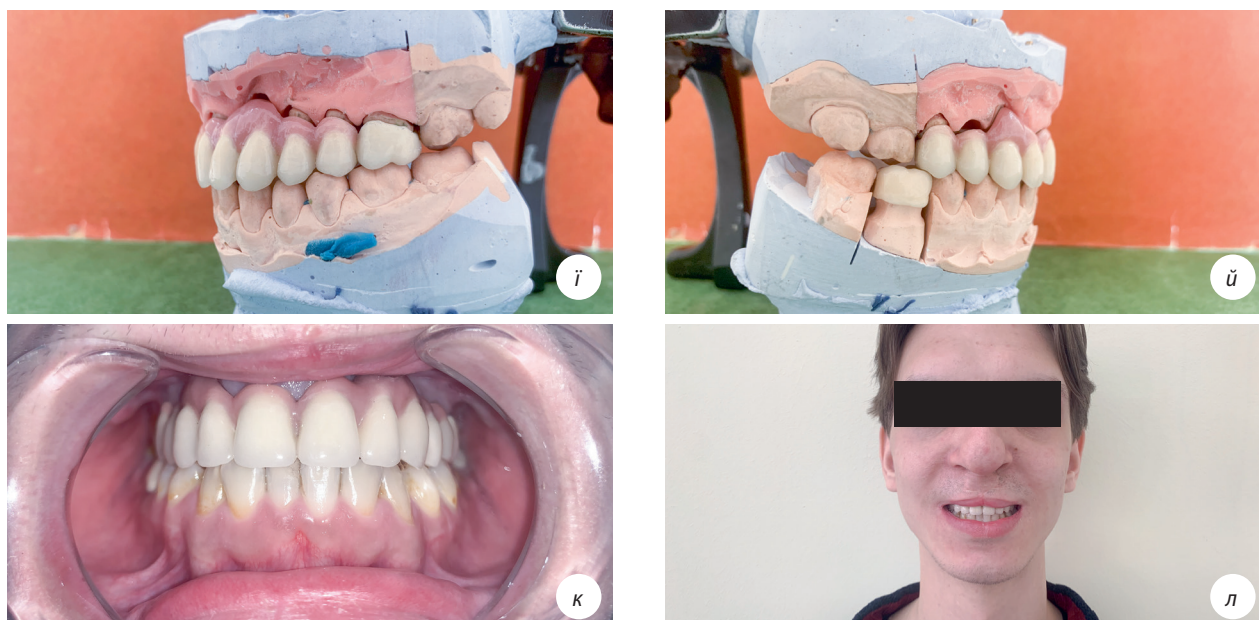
Хворий М. О. М., 20 років. а — панорамна рентгенограма; б, в — вигляд порожнини рота на етапі ортодонтичного лікування; г, ґ — вигляд діагностичних моделей після ортодонтичного лікування; д, е, є — вигляд тимчасової ортопедичної конструкції; ж, з — вигляд відпрепарованих опорних зубів у порожнині рота; у, і, ї — вигляд ортопедичних конструкцій в артикуляторі; і — вигляд шинуючої мостоподібної конструкції з об'ємним моделюванням штучних ясен у ділянці незрощення; к — вигляд металокерамічного протеза в порожнині рота; л — загальний вид пацієнта після завершення ортопедичного лікування.
